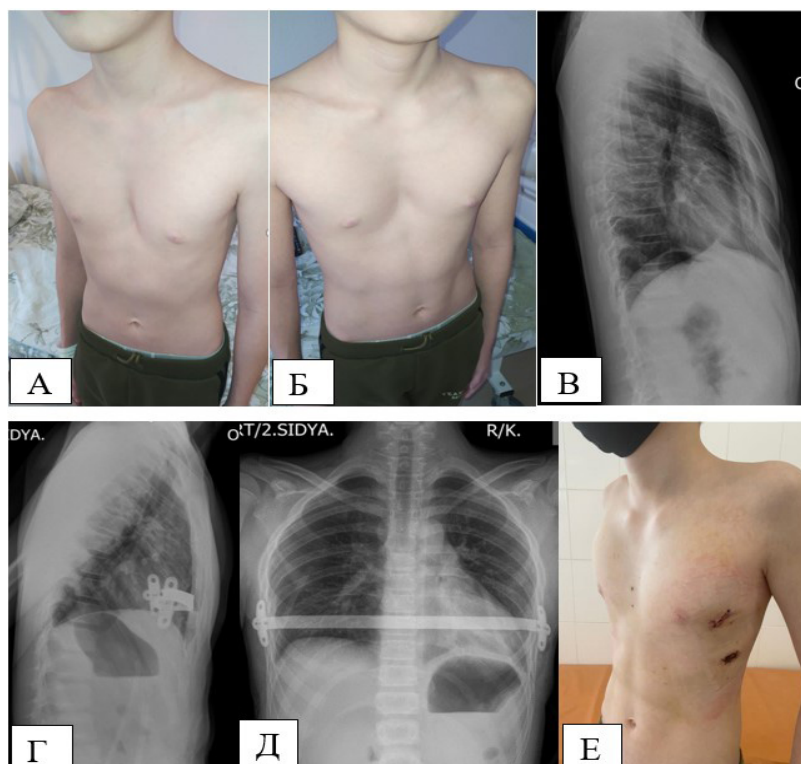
Пациент М., 14 лет. Диагноз: Воронкообразная деформация грудной клетки 2 степени. А и Б – внешний вид пациента до операции; В – рентгенограмма грудной клетки пациента до операции; Г и Д – рентгенограммы грудной клетки пациента после операции; Е – внешний вид пациента после операции
